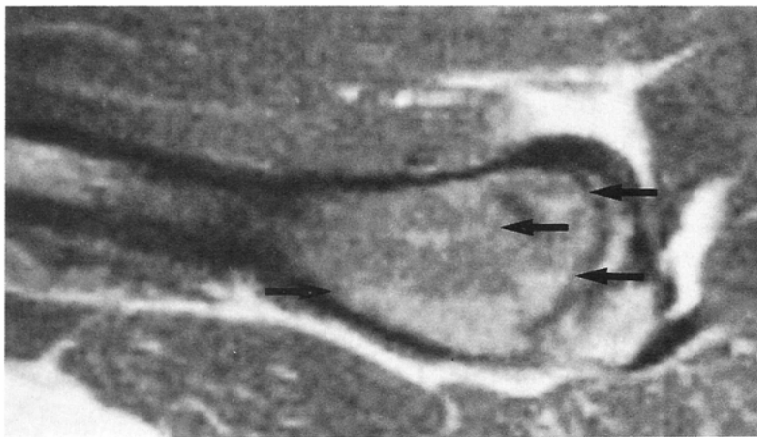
Aneurysmal bone cyst 37-year-old female. T1-weighted sagittal image (SE 500/29) shows a multi-cystic tumor in the left femur. Fluid-fluid levels within cystic cavities are indicated (arrows).
